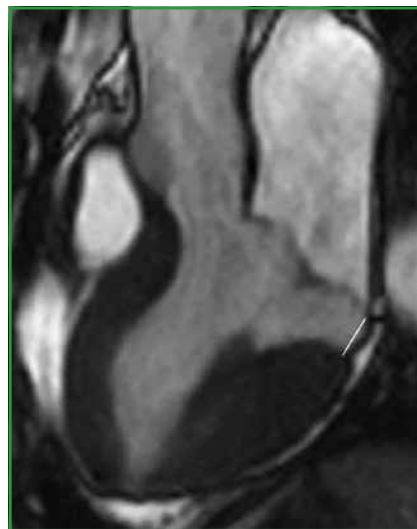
Mesure de la disjonction annulaire mitrale en IRM, depuis la jonction entre mur atriale et feuillet mitral postérieur jusqu'au sommet du segment inféro-latéro-basal [17].
